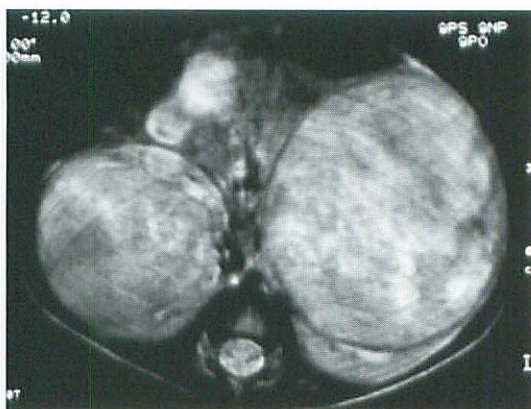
Enhanced CT at admission showed heterogeneously enhanced tumors. Arrows indicate compressed renal parenchyma.
